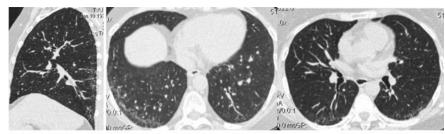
МСКТ органов грудной клетки пациентки Р. от 09.07.2020
